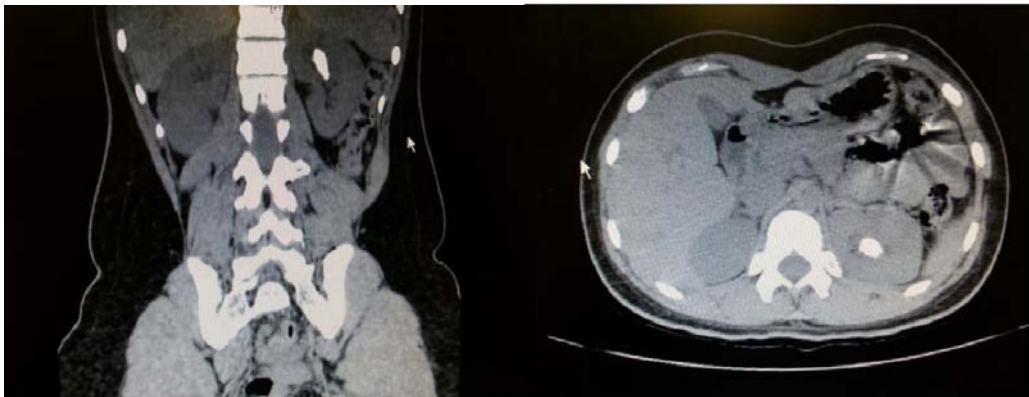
Tomografía axial computarizada en la que se observan imágenes compatibles con un cálculo ubicado en el riñón izquierdo de la paciente.
